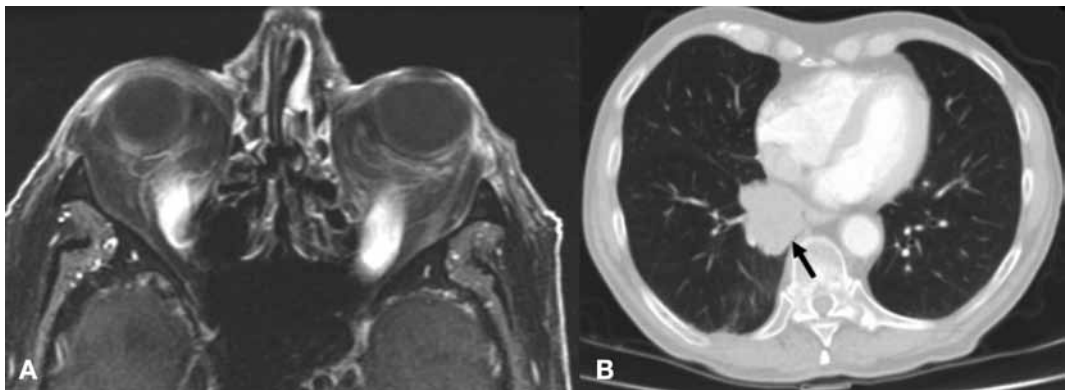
A: RMN órbitas. Proptosis con afectación musculatura extrínseca. B: Lesión neoplásica en lóbulo pulmonar inferior derecho.
